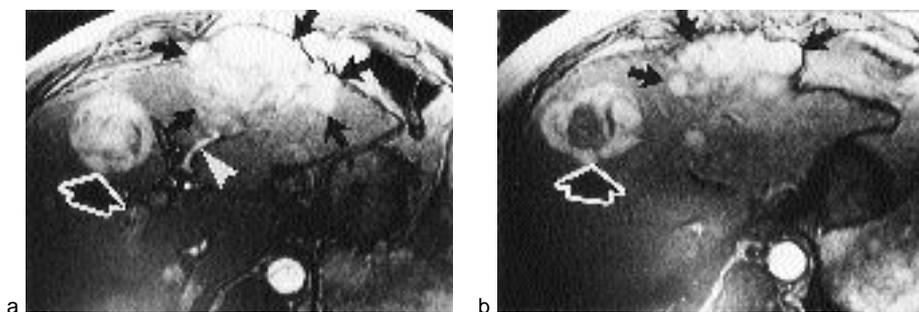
Carcinome hépato-cellulaire multifocal : IRM haute résolution.
